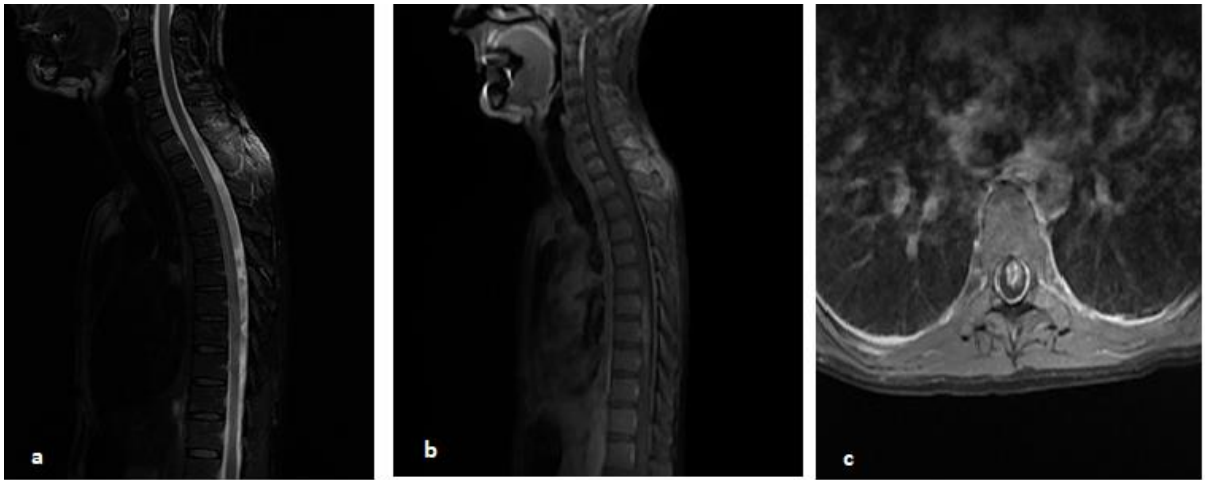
IRM médullaire d'une toxoplasmose médullaire en coupe sagittale en séquence pondérée T2, séquence pondérée (T1 avec injection du gadolinium en coupe sagittale (b) en coupe axiale (c) objectivant une anomalie de signal médullaire s'étendant de D6 à D8 en discret hyper signal T2, rehaussée après injection du gadolinium.
